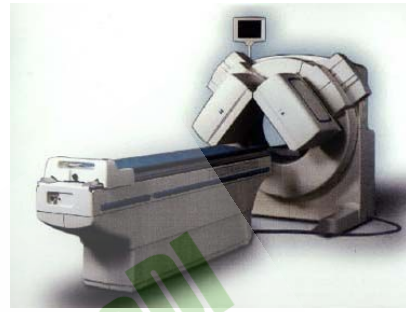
符合线路 SPECT- Phelipes 公司 Forte
